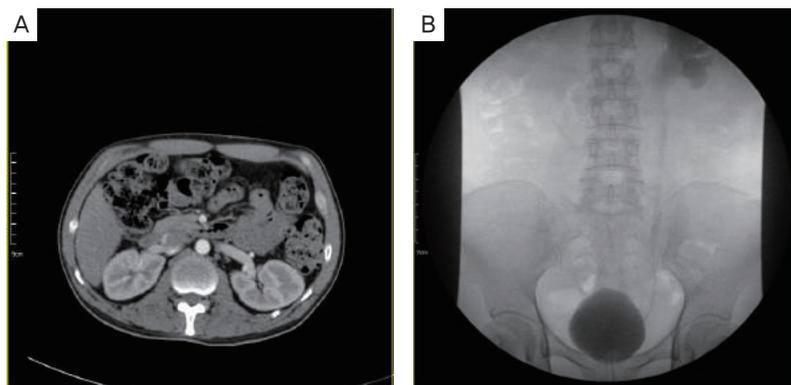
영상검사. CT (A)에서 신장이 양쪽 모두 정상적으로 보이고 있다. 배뇨방광요도조영술 (B)에서 방광크기가 다소 작으며 좌측 신장으로 역류가 보이고 있다.
